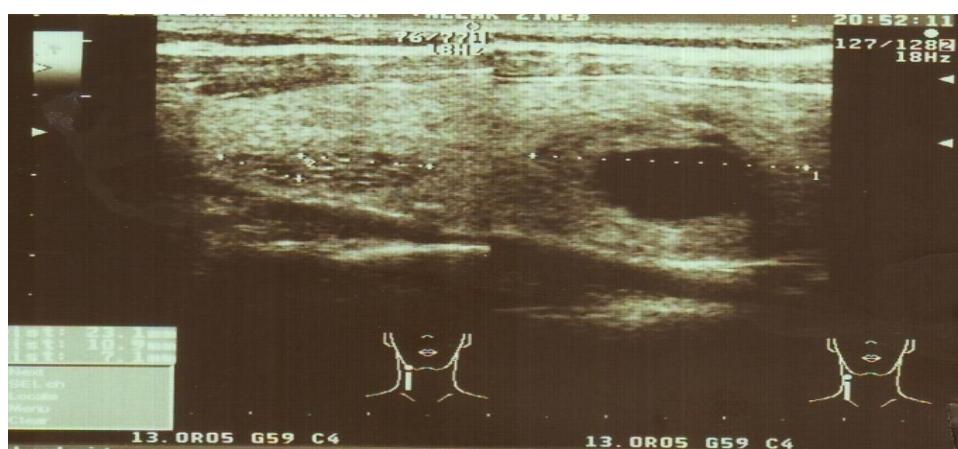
Image échographique de la thyroïde montrant multiples nodules des deux lobes thyroïdiens.
